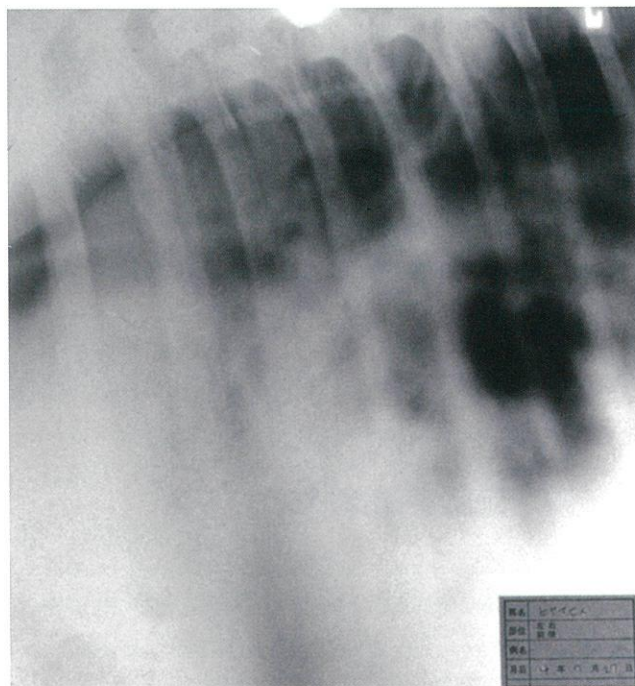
感染子馬のレントゲン写真。肺病変部はX線の透過度が減少し、白く見える。
